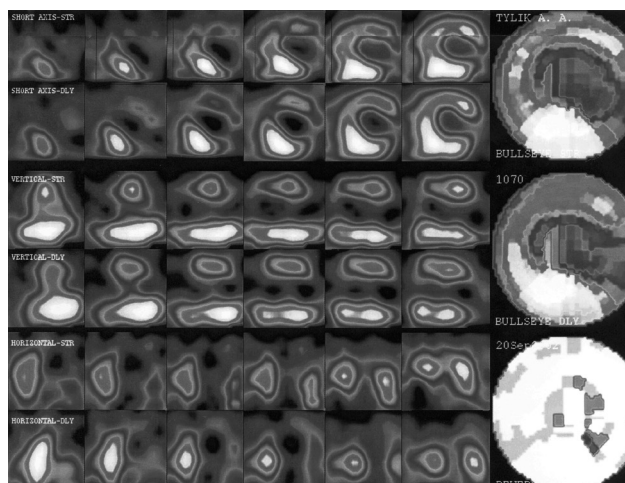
Перфузионная однофотонная эмиссионная КТ 20.09.02
